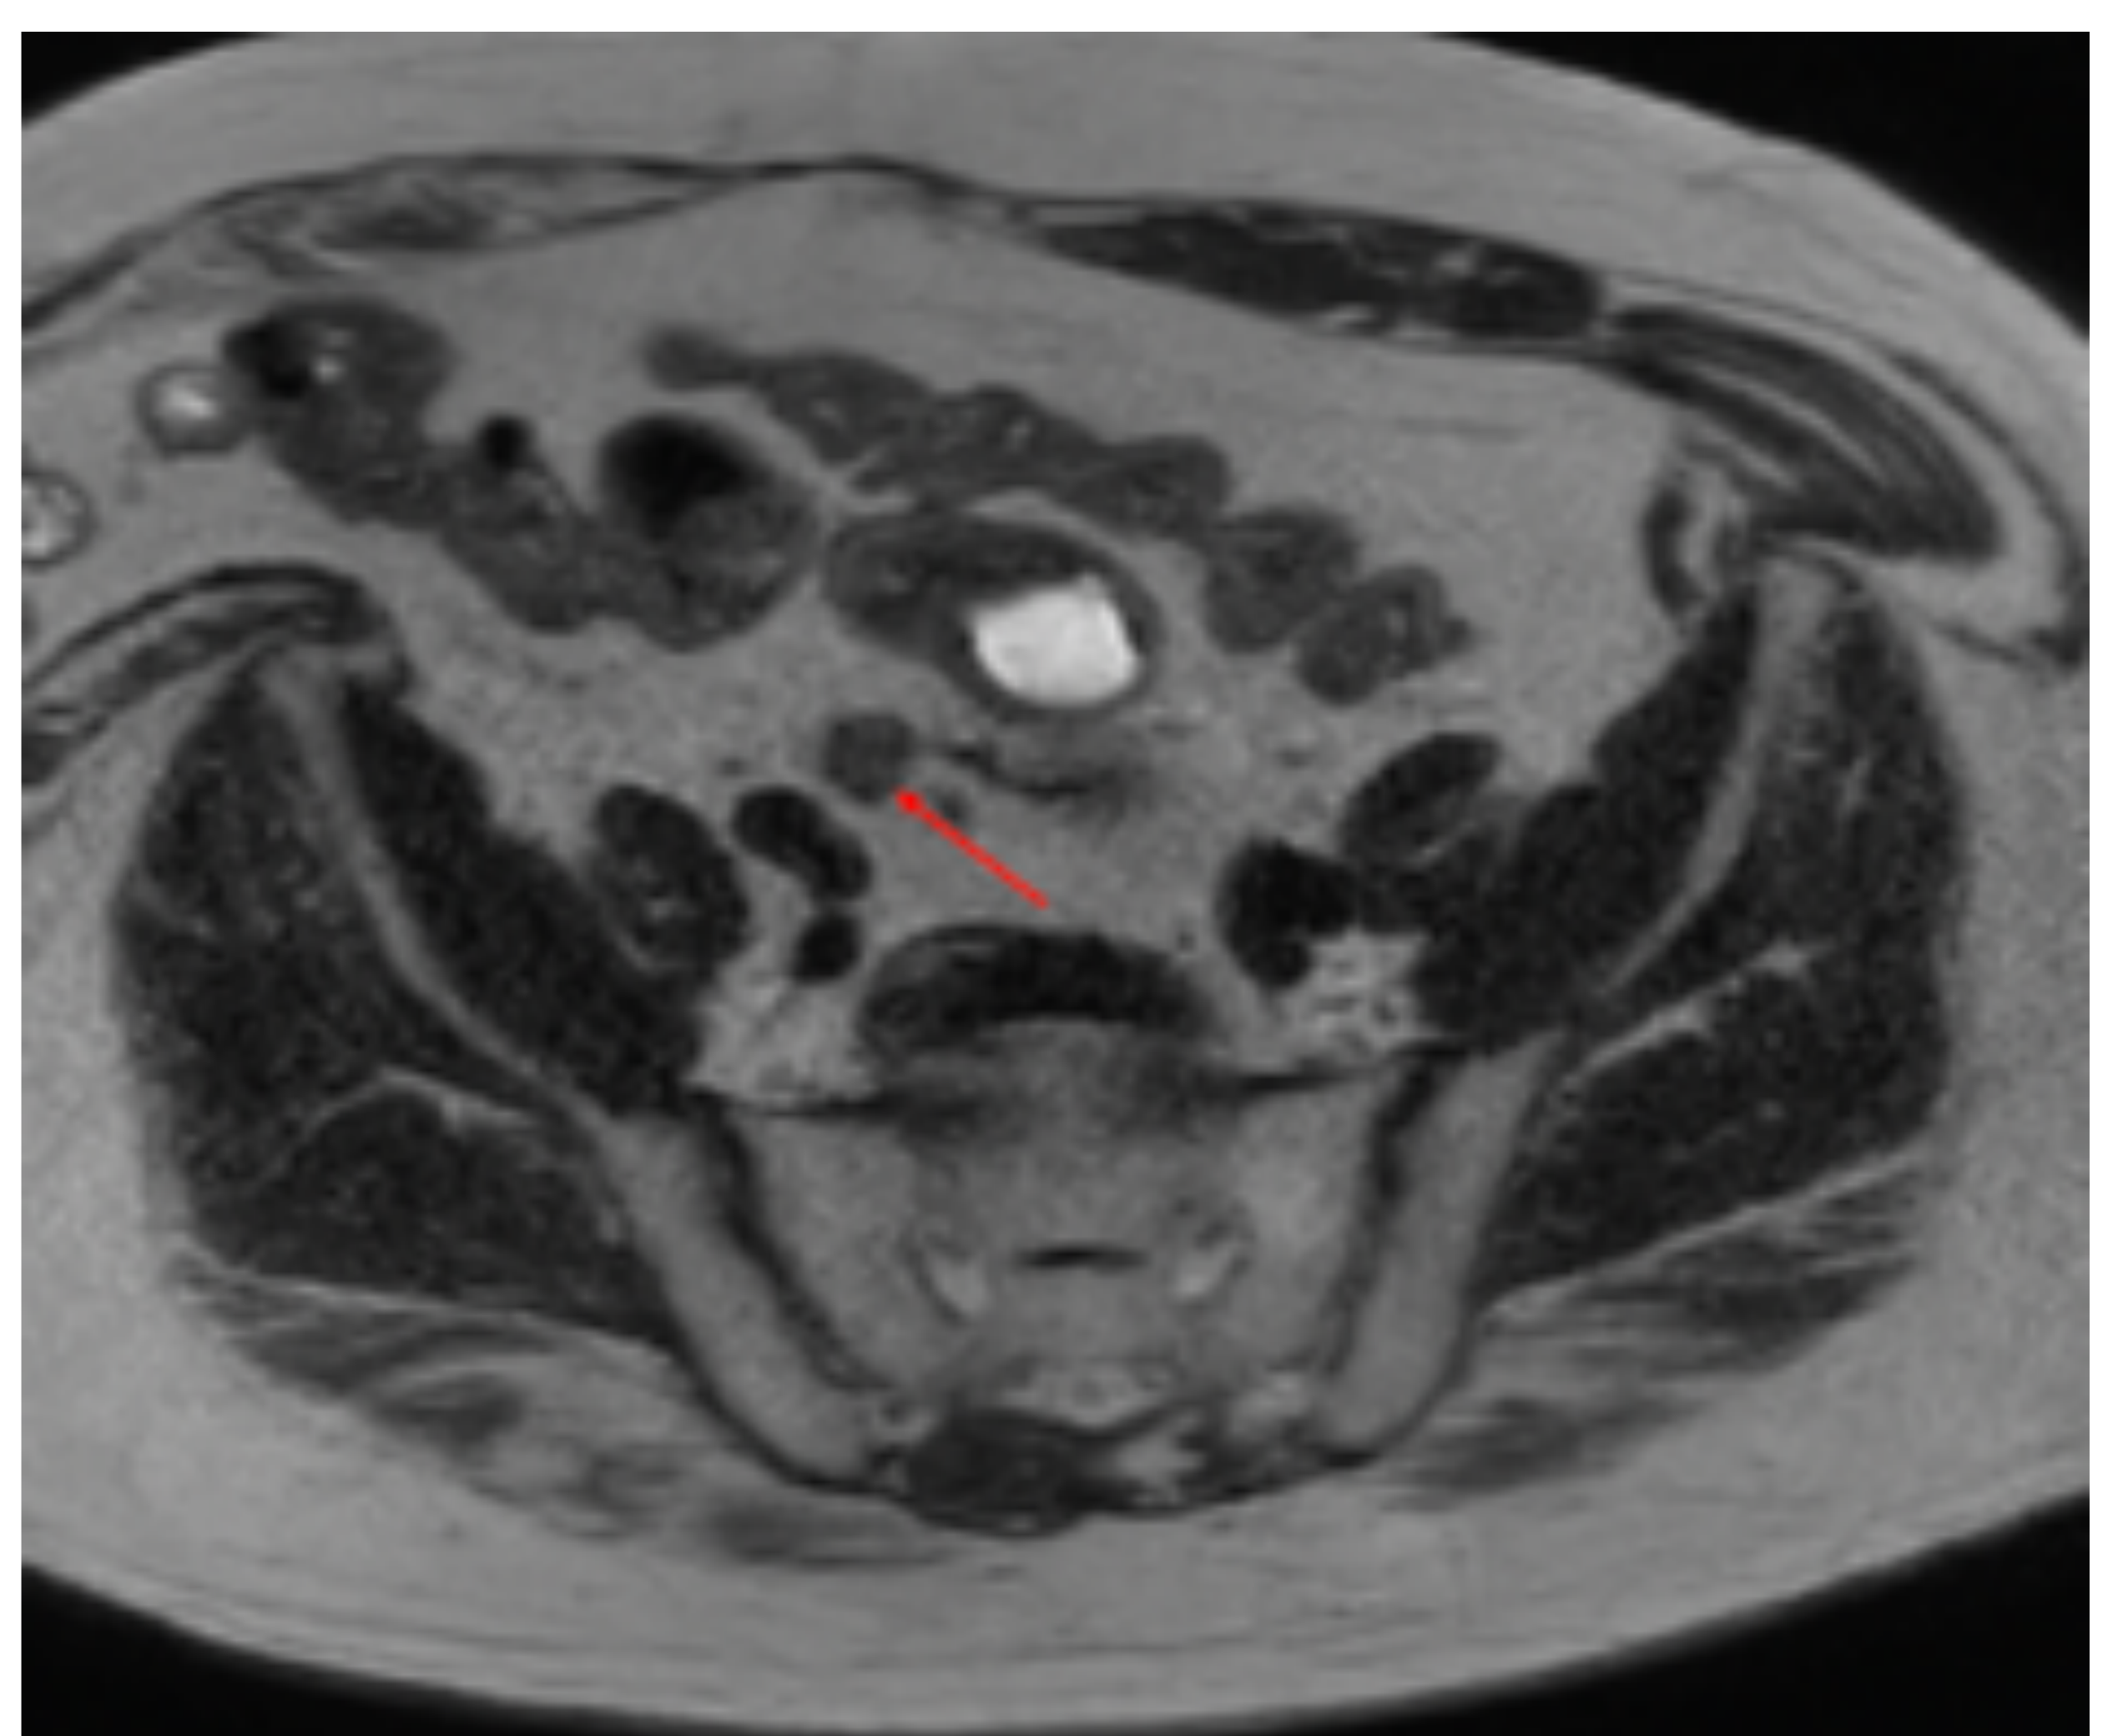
Adenopatía iliaca común derecha. RM pélvica, corte axial T2. Mismo paciente que figura x. Se visualiza adenopatía redonda de 12 mm en cadena iliaca común derecha (flecha roja).
